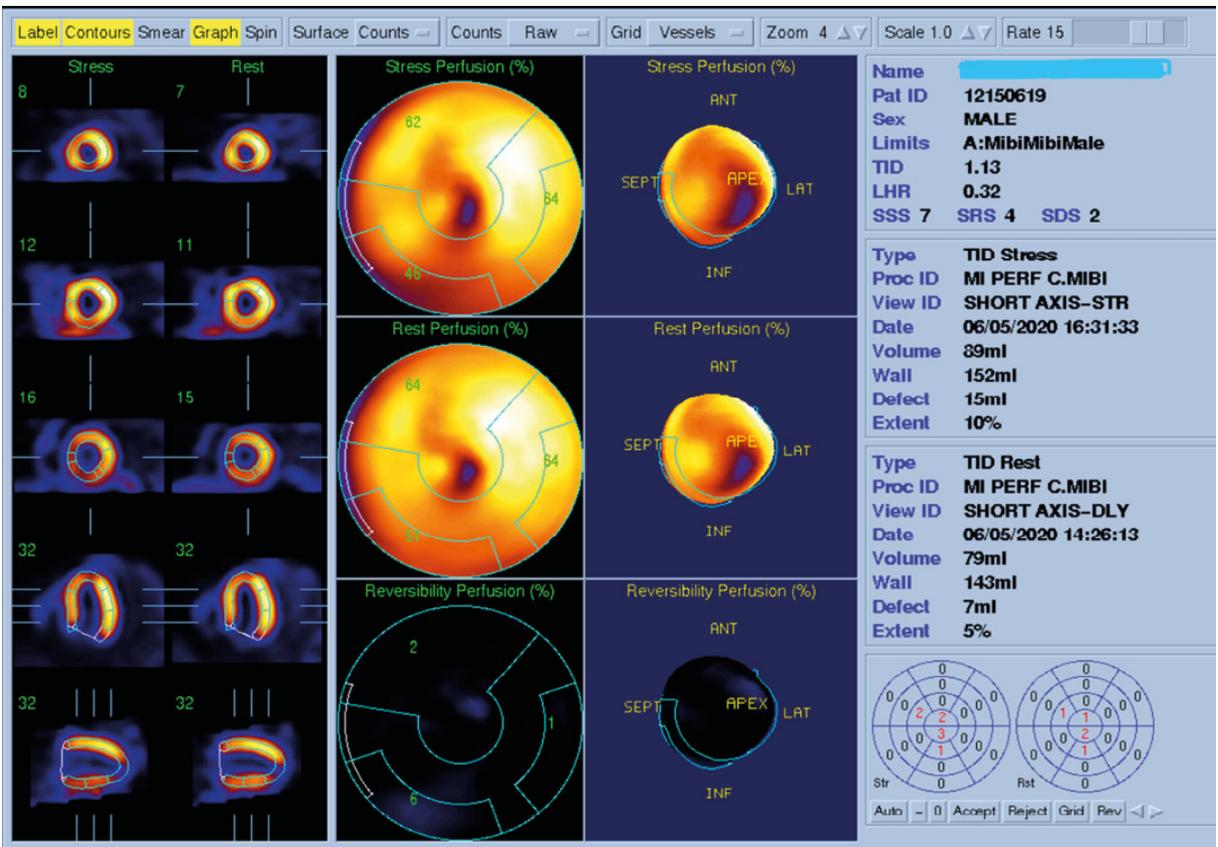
Estudio de perfusión SPECT mapa polar con método de cuantificación de Guido Germano con información sobre dilatación transitoria de la cavidad VI y la relación de captación corazón pulmón (TID y LHR), en un paciente con isquemia perinecrosis. Colección personal.
